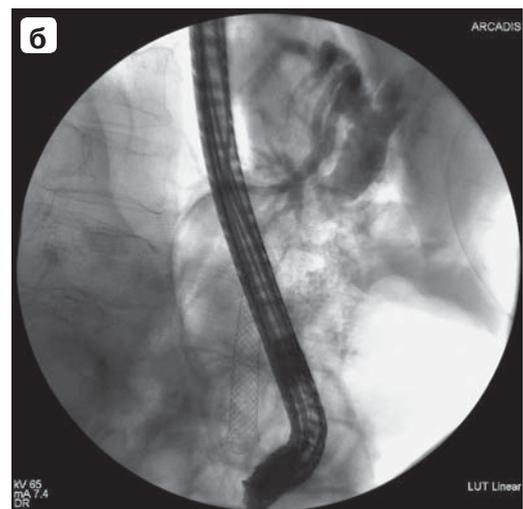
Рентгенограмма. Распространение контрастного препарата в ретродуоденальной клетчатке.
